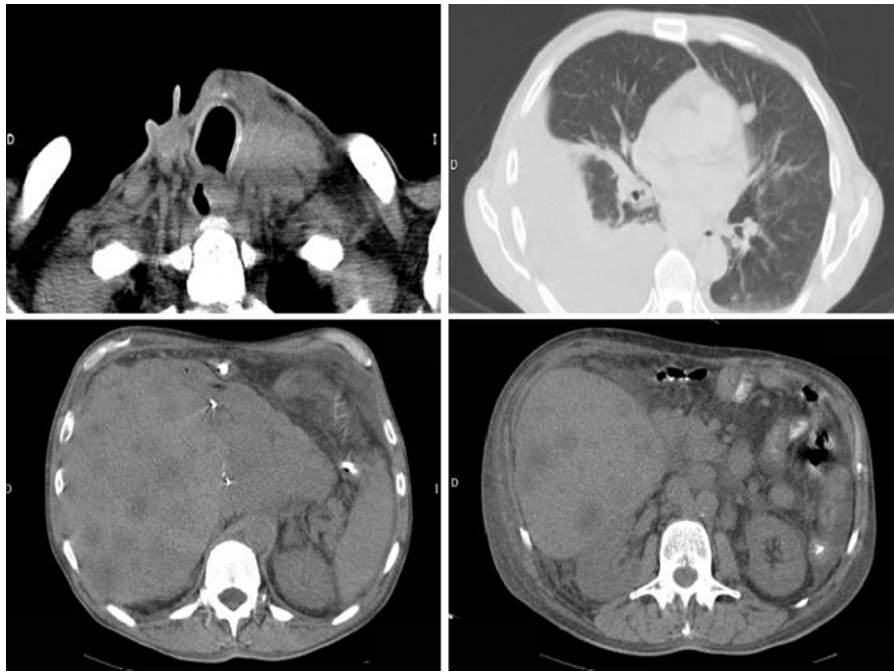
TC cervicotoracoabdominal sin contraste intravenoso. Recidiva local, micrometástasis pulmonares, derrame pleural derecho, metástasis hepáticas múltiples y masa adenopática retroperitoneal.
